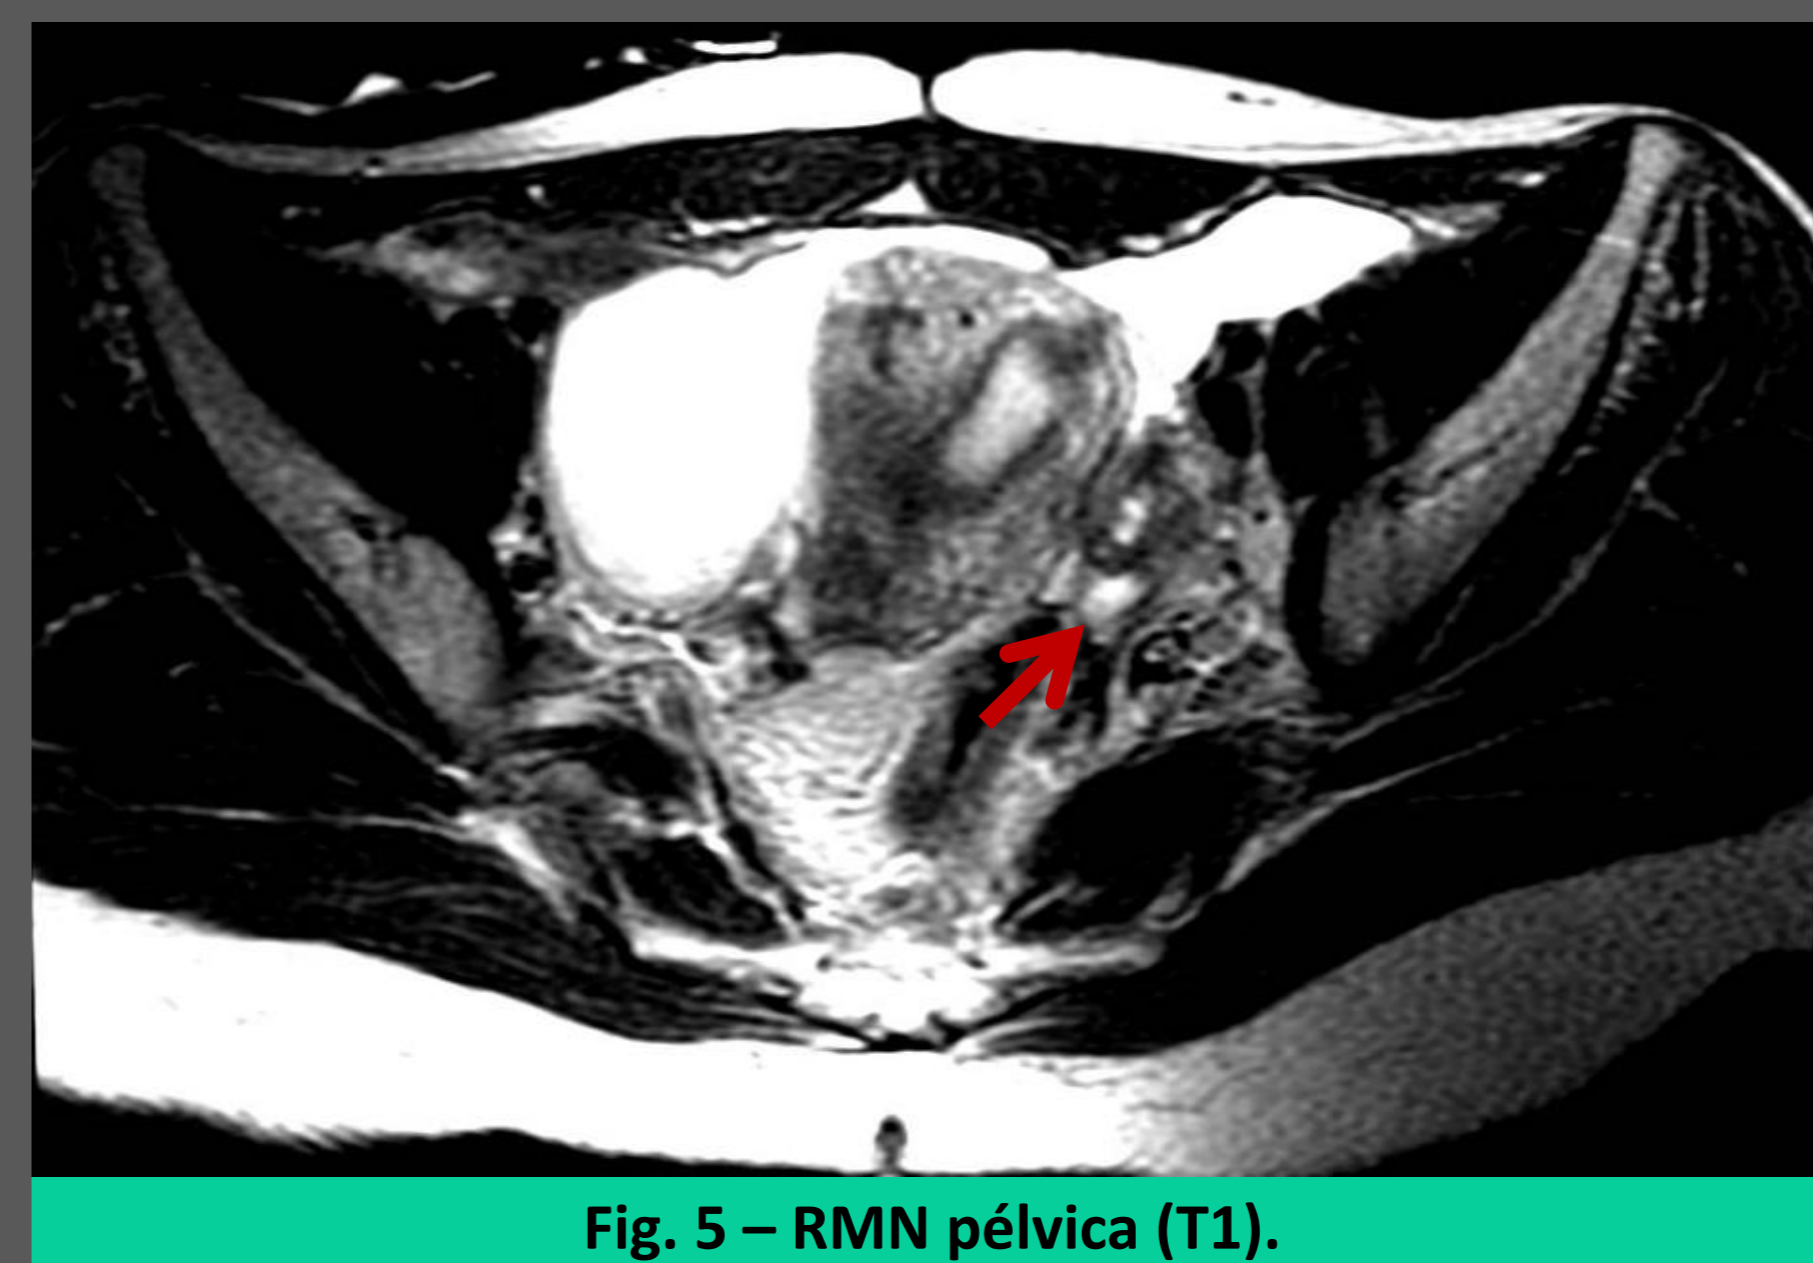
RMN pélvica (T1).
